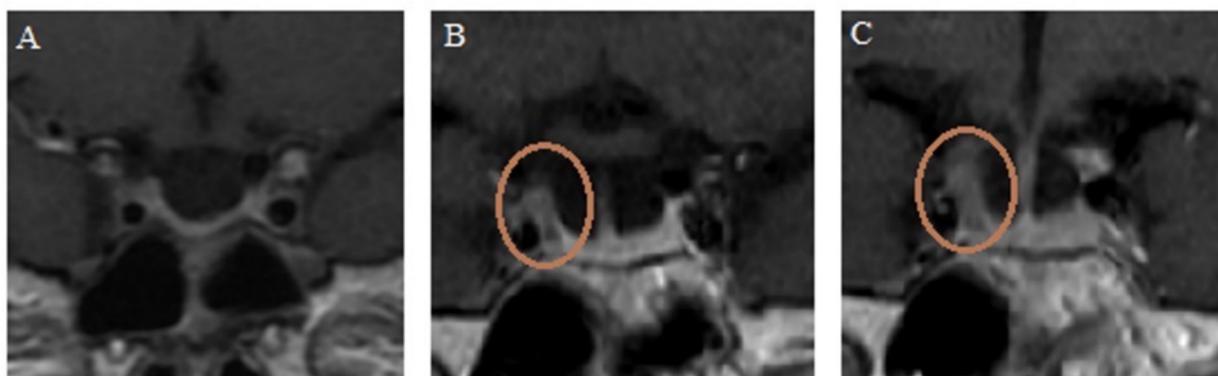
RMN della regione sellare: immagini T1-pesate scansione coronale; da sx a dx: A) Marzo 2021, B) Novembre 2021, C) Maggio 2022
